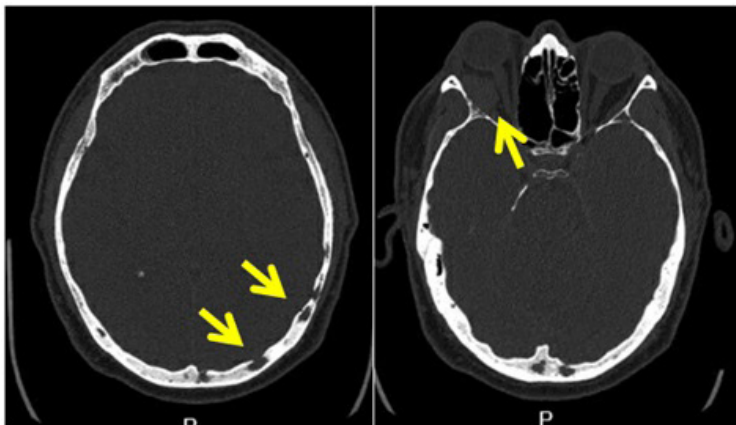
TAC craneal y orbitario. Izquierda). Múltiples lesiones líticas en la calota fronto-parieto-témporo-occipitales bilaterales. Derecha). Masa de partes blandas en espacio retroorbitario
